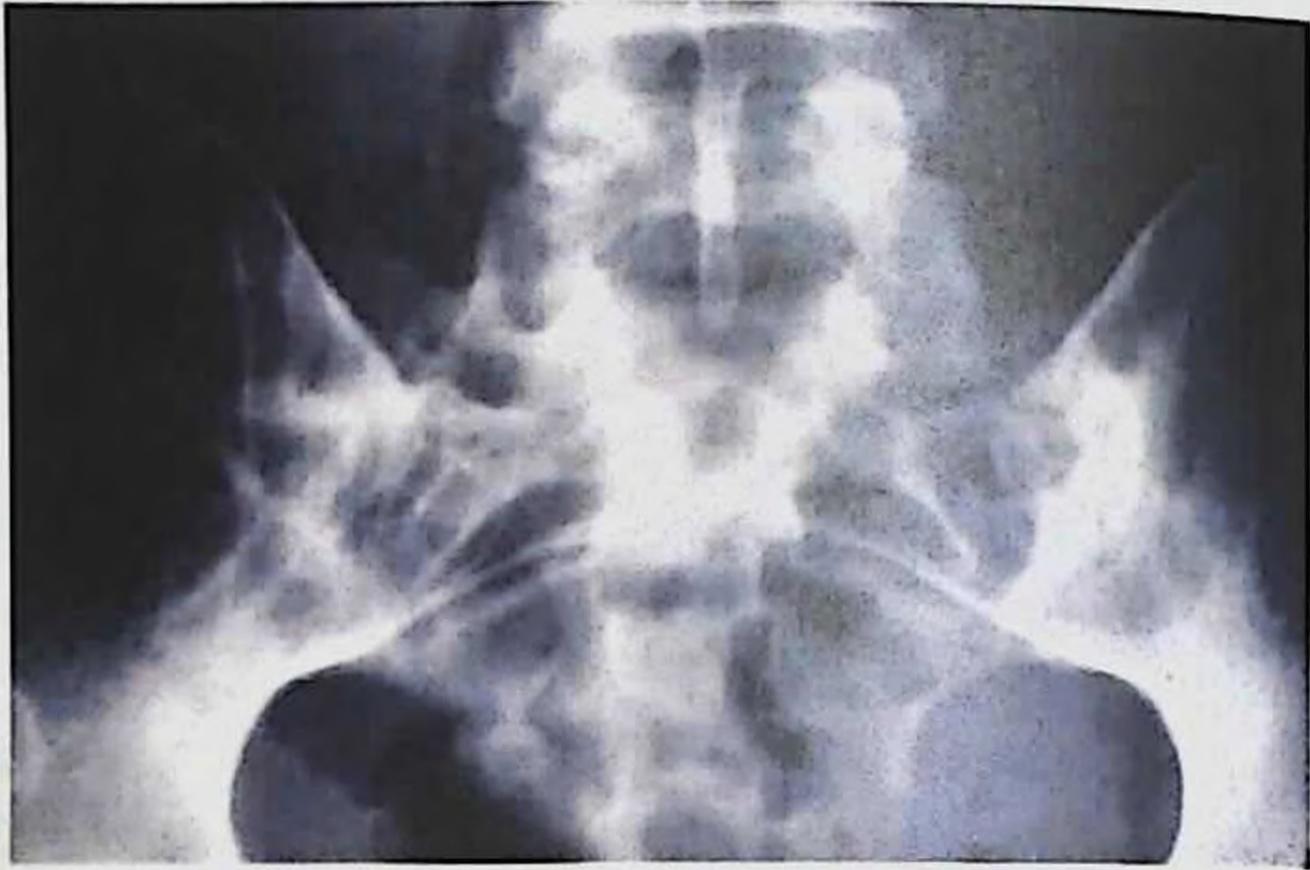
Рентгенография таза с демонстрацией сакроилита
